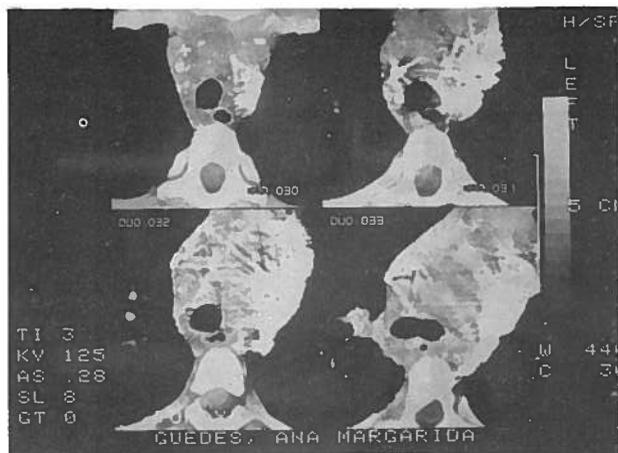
Cortes obtidos por TAC nos níveis indicados na Figura 3. É claramente evidente a acumulação de produto de contraste na região superior esquerda do mediastino.
